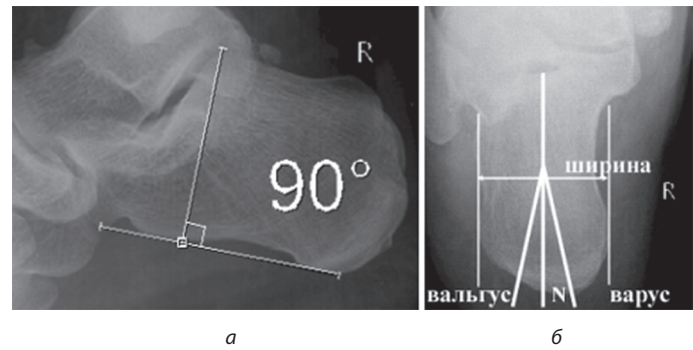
Пример измерения пяточной кости на рентгенограммах стопы здорового человека по методике М.С. Erasmus (2007):
